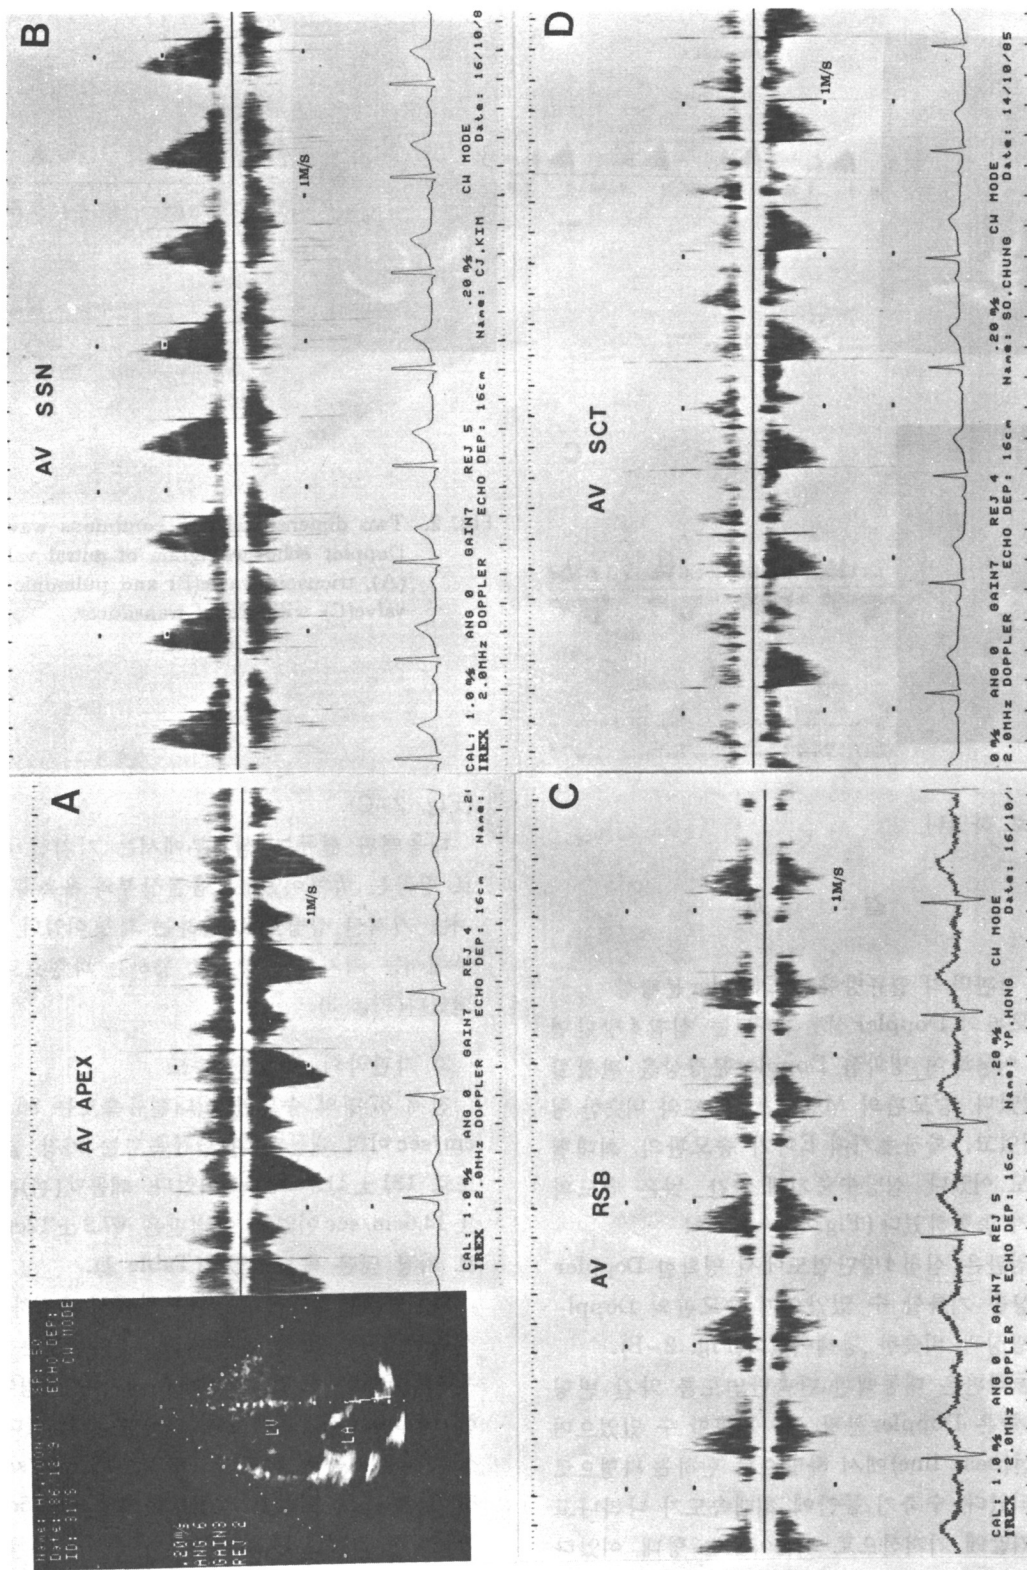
Continuous wave Doppler echocardiogram of aortic valve from apex(A), suprasternum(B), right parasternum(C) and subcostal area(D) with Pedof transducer.
